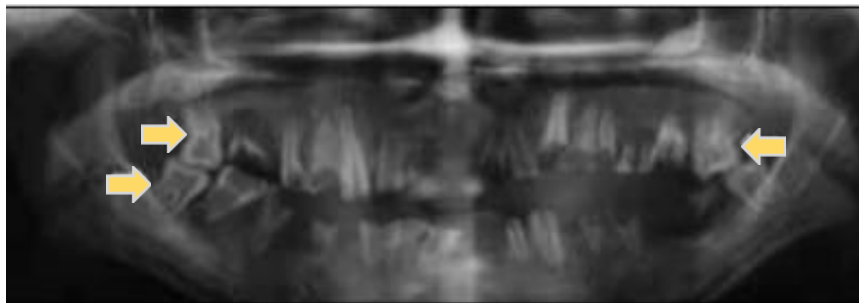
Ortopantomografía que ejemplifica displasia dentinaria tipo I.<sup>48</sup>
